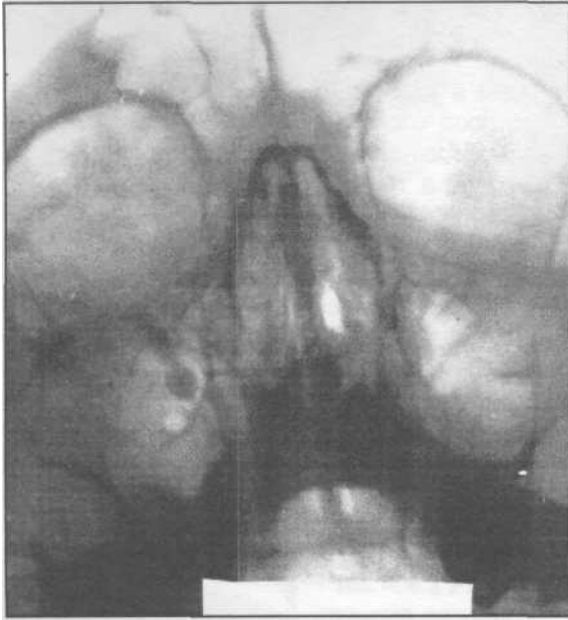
Рентгенограмма верхнечелюстных пазух. Небный корень удаленного первого моляра протолкнут в верхнечелюстную пазуху.
